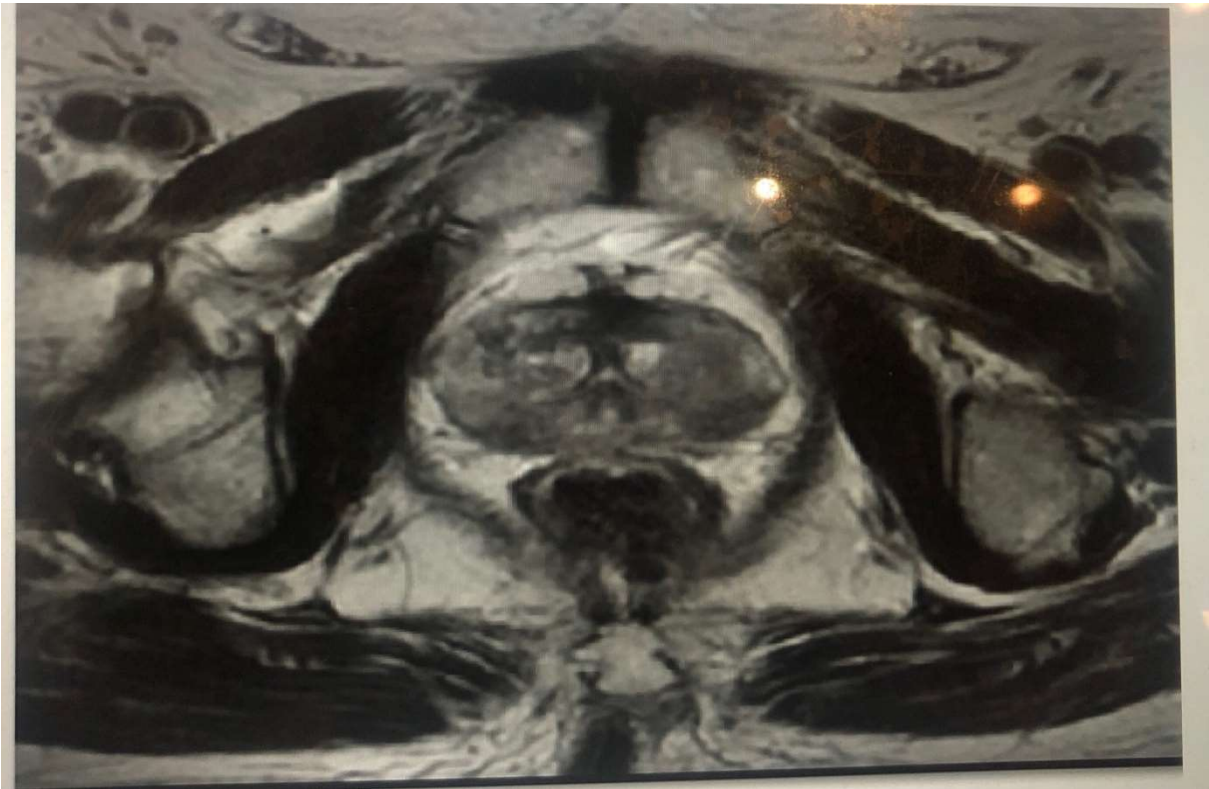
IRM pelvienne coupe transversale montrant une prostate hétérogène avec deux lésions nodulaires hypo intenses T2 .
